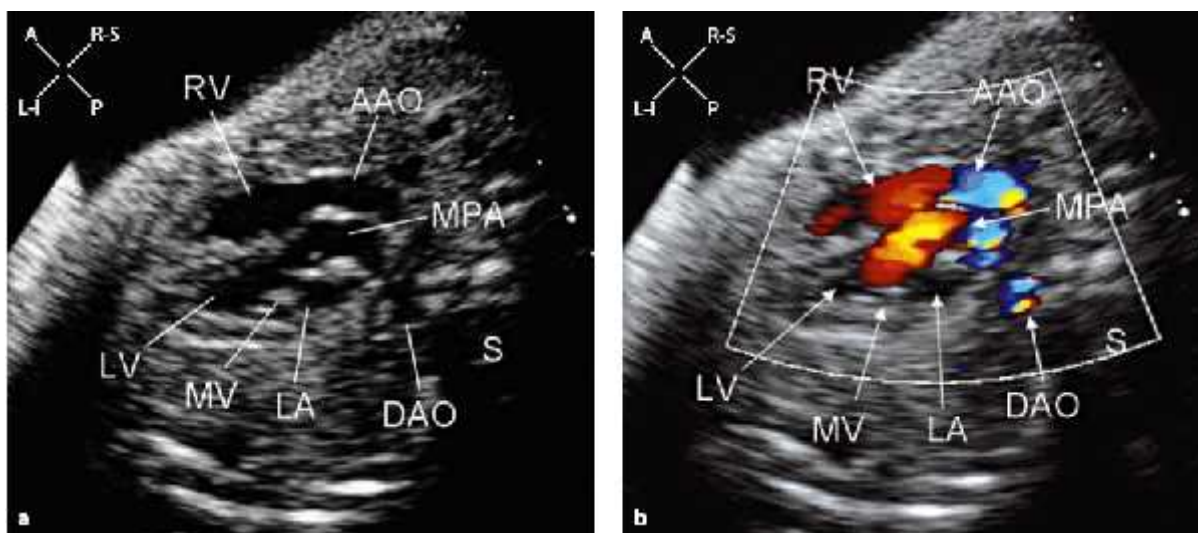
Mặt cắt trục dọc thất trái ở thai 31 tuần bị không lỗ van ĐMP kèm TLT trên 2D (a) doppler màu (b) và sơ đồ tương ứng.
